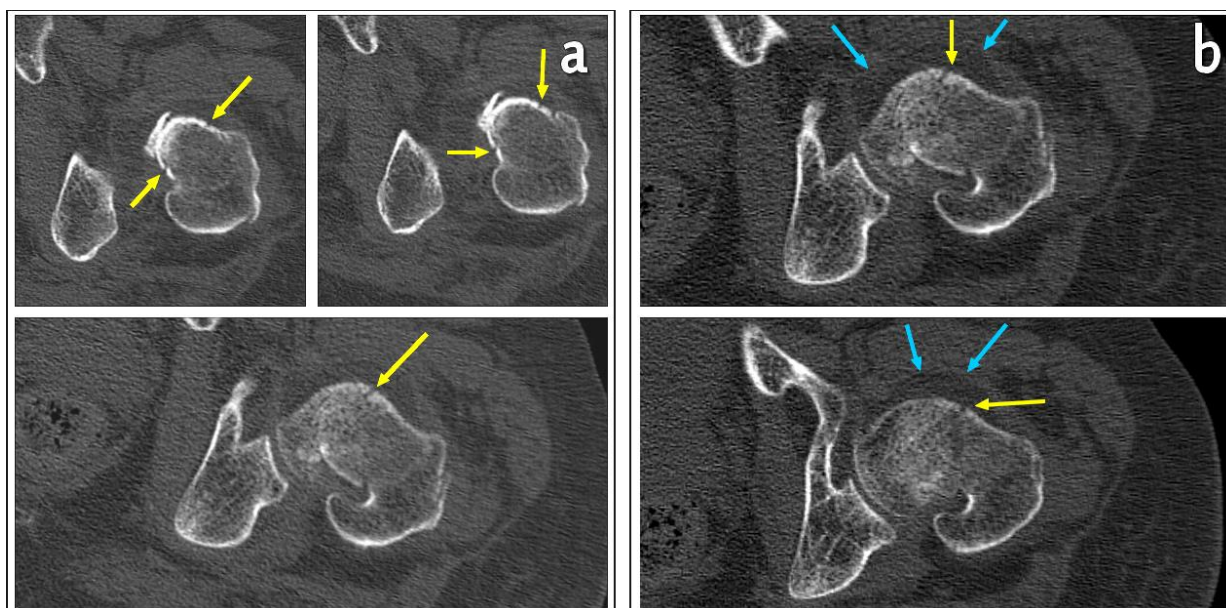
Immagini di tomografia computerizzata (sezioni assiali) ricostruite con il filtro per l'osso. a) Evidenziata dalle frecce in giallo, linea di ipodensità in sede sotto-capitata compatibile con linea di frattura. b) Sezioni assiali di tomografia computerizzata nelle quali il contrasto è stato ottimizzato per la rappresentazione contemporanea della frattura (frecce in giallo) e del versamento intracapsulare associato (frecce in azzurro).
